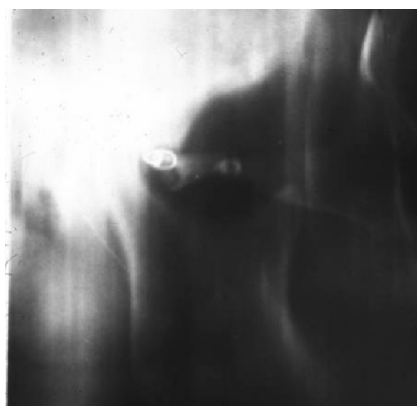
Radiografía postoperatoria donde se observa fijación alámbrica en posición y movimiento restringido de cóndilo mandibular.
